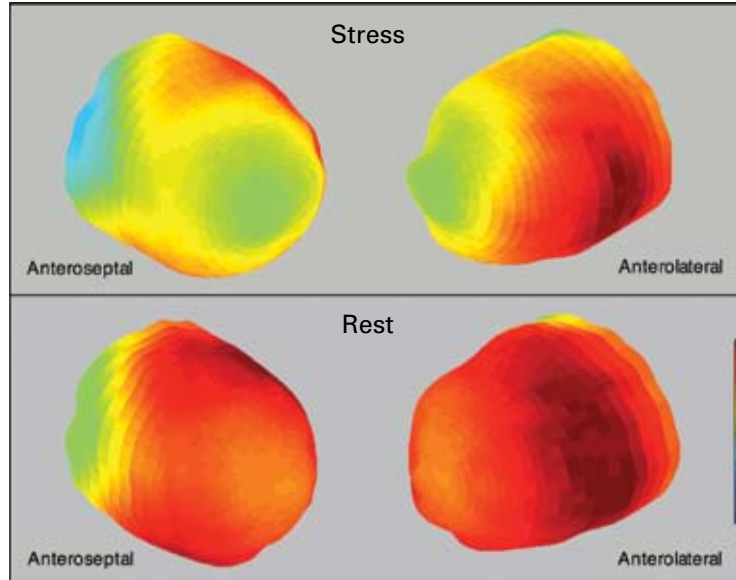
Myocardial perfusion scintigram with perfusion disturbances at stress in the anterior and the septal wall and a normal rest test in a 70 y old female diabetic. Coronary angiography revealed a high grade stenosis of the left anterior descending artery.
